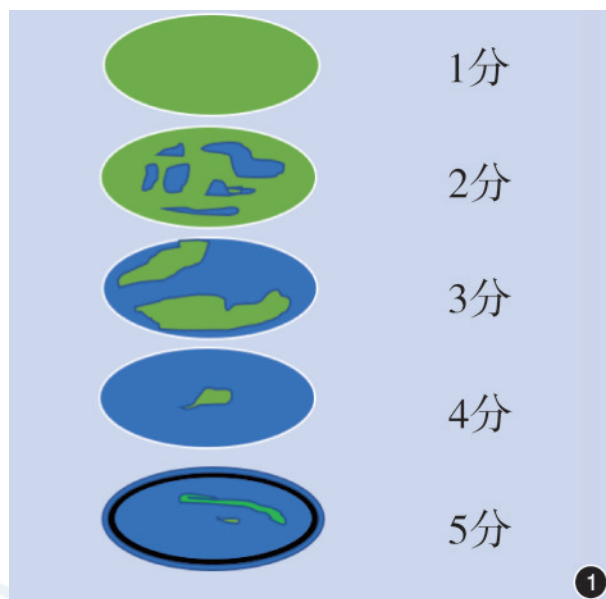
胰腺超声内镜弹性成像视觉弹性评分^[6]
